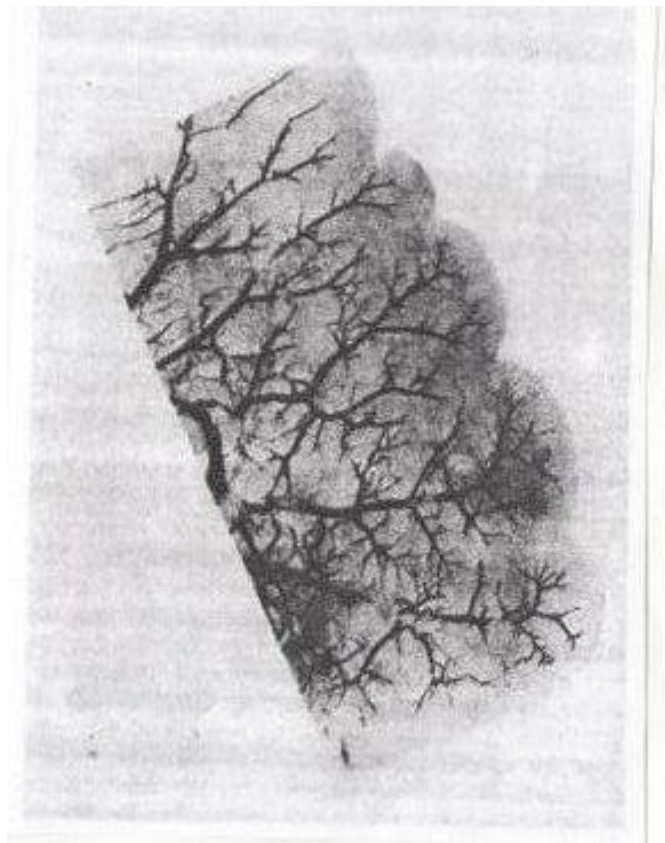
Спленорентгенограма
